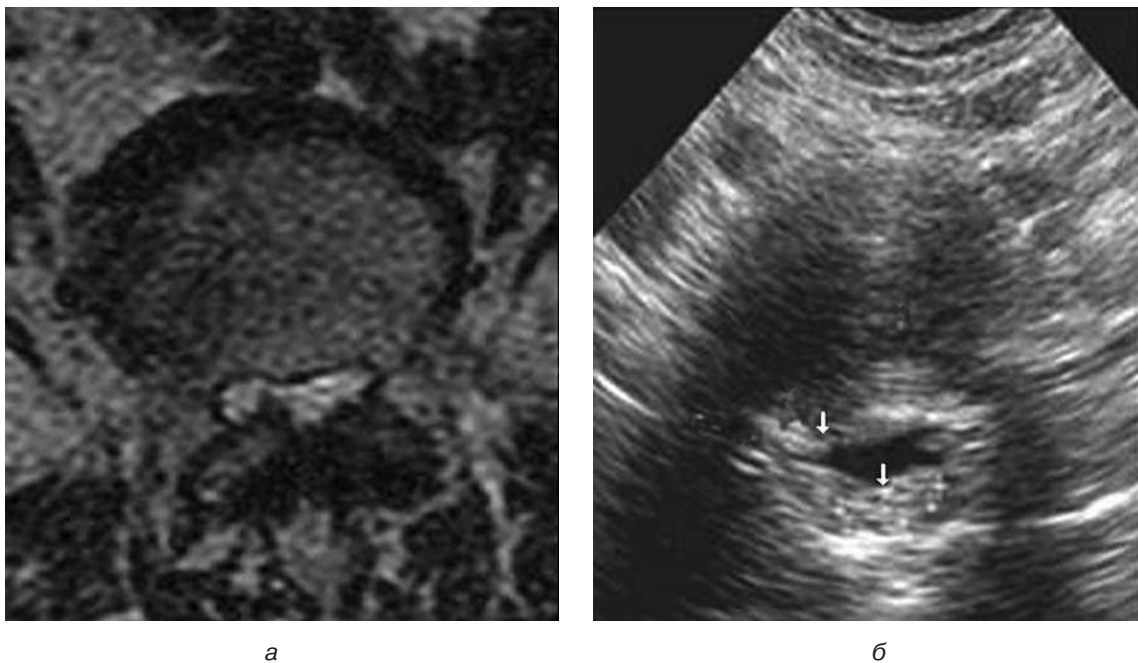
Пацієнт С., 37 років. Клінічні ознаки нестабільності хребцевого рухового сегмента нижньо-поперекового відділу: магнітно-резонансна томографія (а) та ультразвукове дослідження (б) — аксіальний зріз. Правостороння парамедіанна грижа L4–L5. Гіпертрофія жовтої зв'язки
